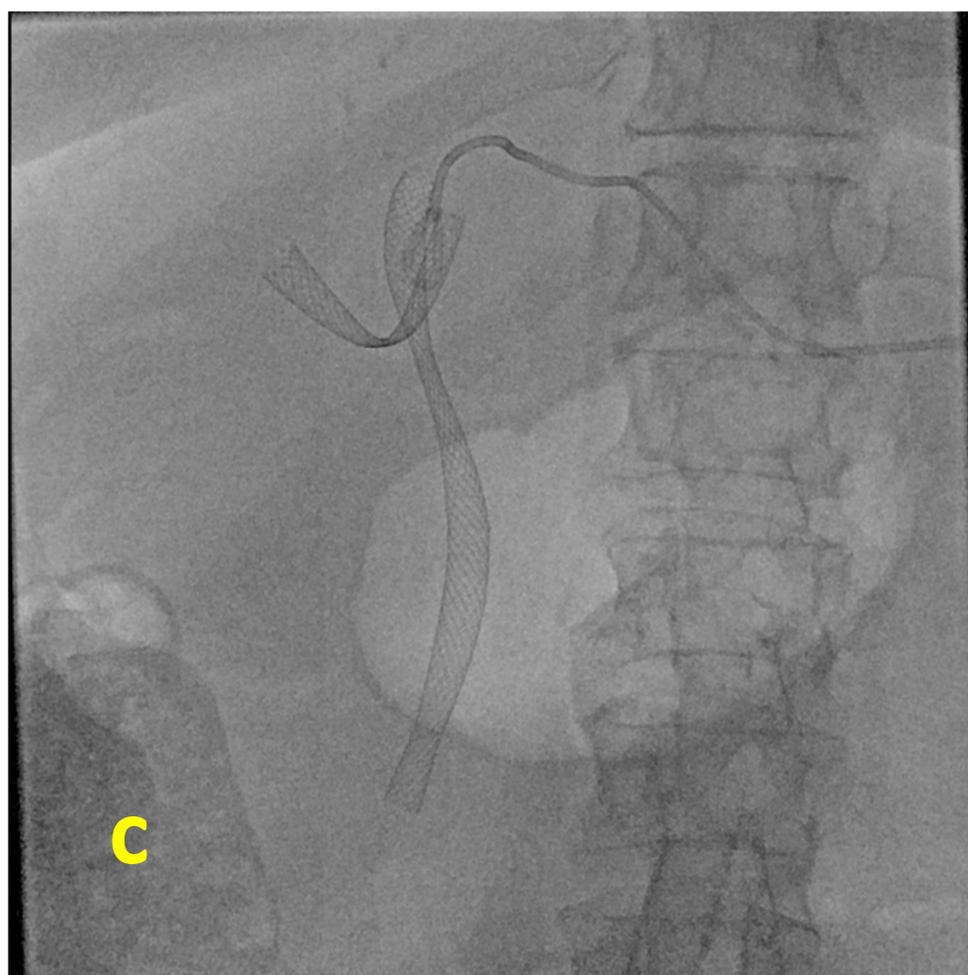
Estenosis maligna Klatskin tipo IV: a) CTH con amputación de ambos radicales biliares principales y DBE, b) corte axial de TC que muestra la estenosis y dilatación de la vía biliar, c y d) colocación y despliegue en vacío y con contraste de endoprótesis en "T" observando pase de contraste a duodeno.
